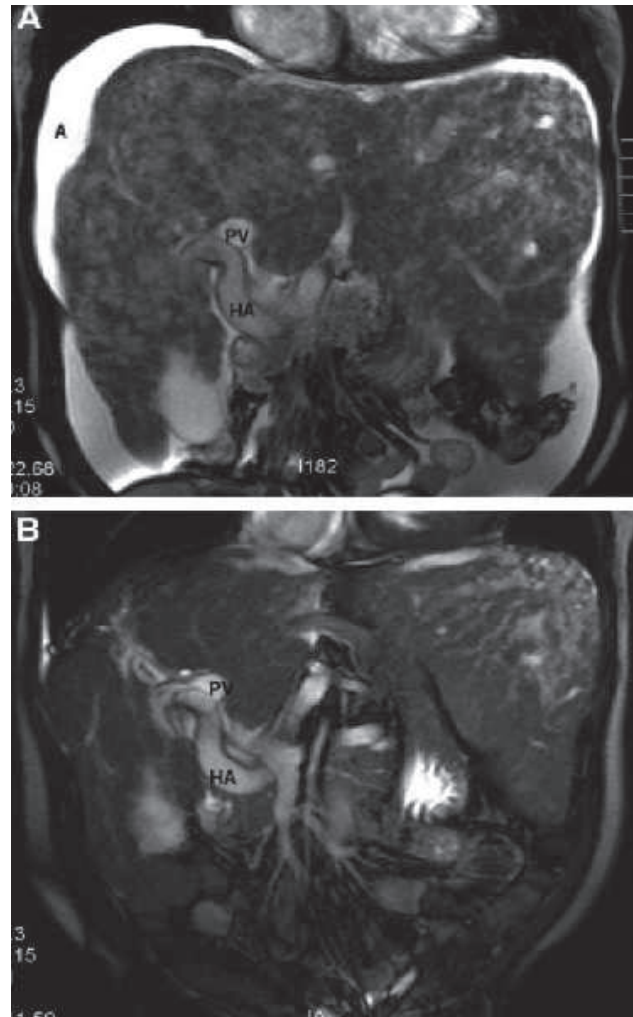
Resonancia Magnética con gadolinio EV antes y 6 meses después de Bevacizumab. Se demuestra una marcada reducción del tamaño hepático y su vascularización, además de la resolución de la ascitis. Abreviaturas. (A) Ascitis; (HA) Arteria Hepática; (PV) Vena Porta.
